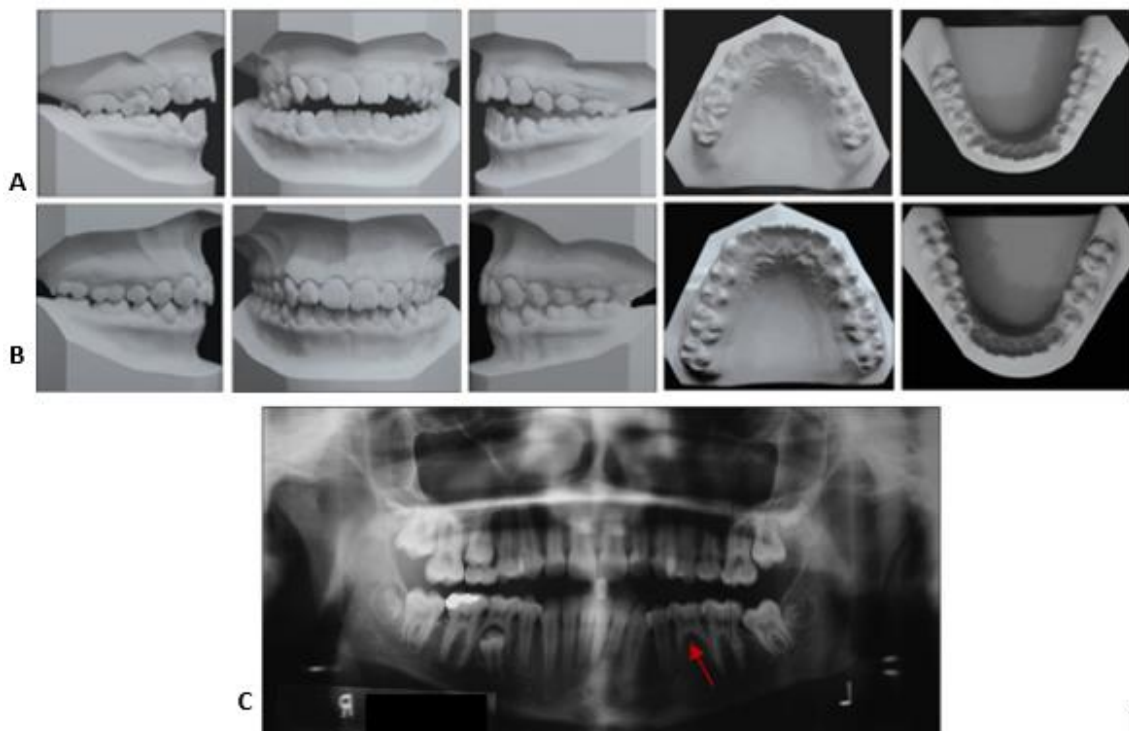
Cas présentant une agénésie unilatérale de 35, traitée par fermeture d'espace sans avulsion complémentaire, avec une occlusion de fin de traitement asymétrique (classe III thérapeutique gauche et classe I d'Angle droite). A : Modèles initiaux, B : modèles de fin de traitement, C : Orthopantomogramme initial (78)
